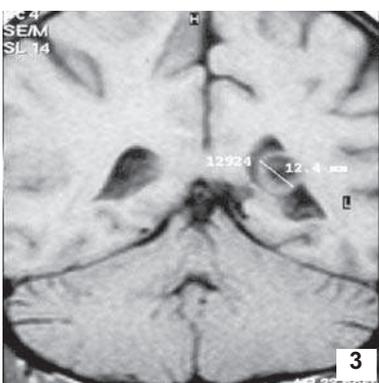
IRM séquence T1 Méningiome avec attache au plexus choroïde
